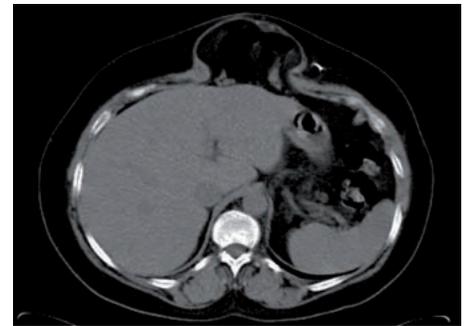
Imagen de TAC dinámica para valoración preoperatoria: tamaño, límites, contenido de la eventración.
